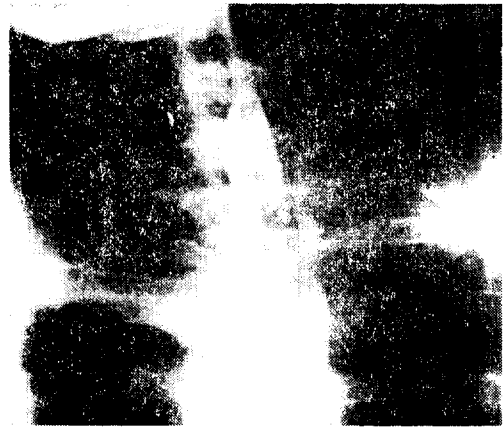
Postoperative chest X-ray film. No gross abnormality. (case 1)
